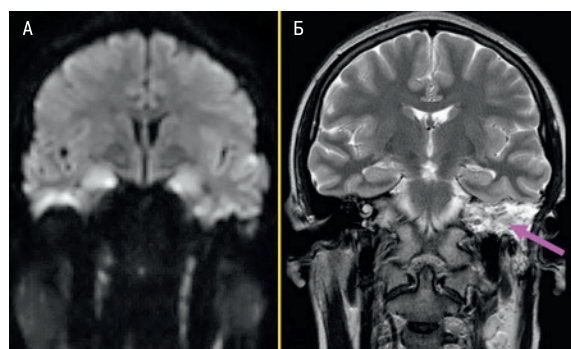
МРТ через 12 месяцев
